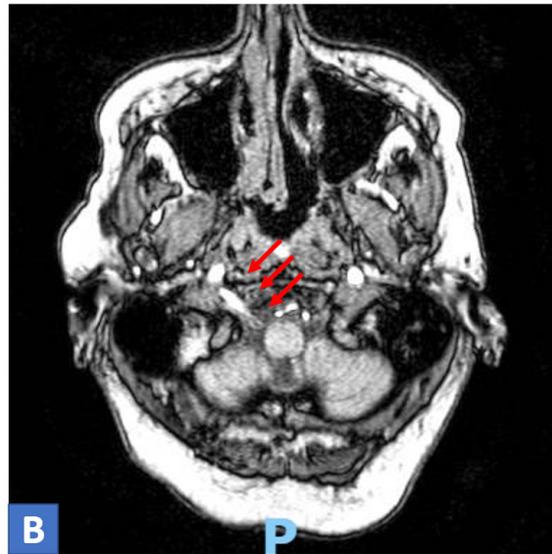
(B) - Tomografia computadorizada de crânio evidenciando artéria hipoglôssica persistente penetrando a fossa posterior através no canal hipoglosso (setas)
